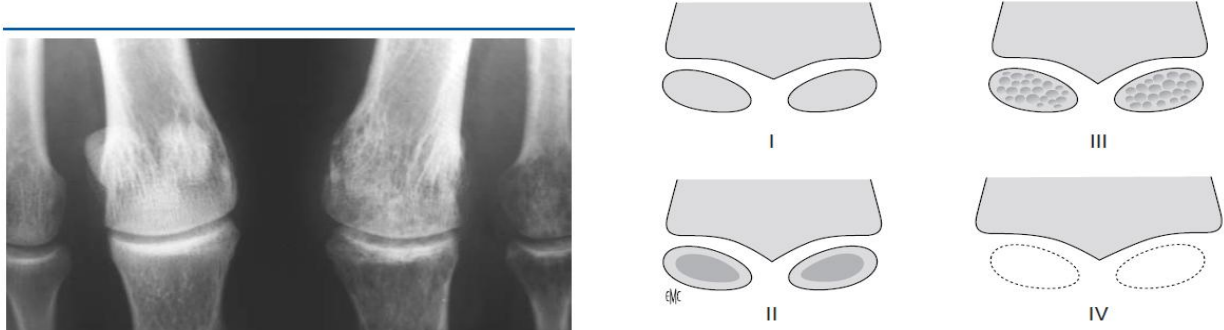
Radiographie d'une déminéralisation des sésamoïdes <sup>(25)</sup>
